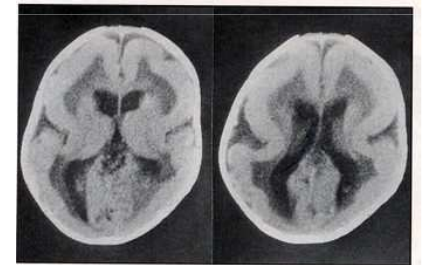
TDM : Lissencéphalie.
